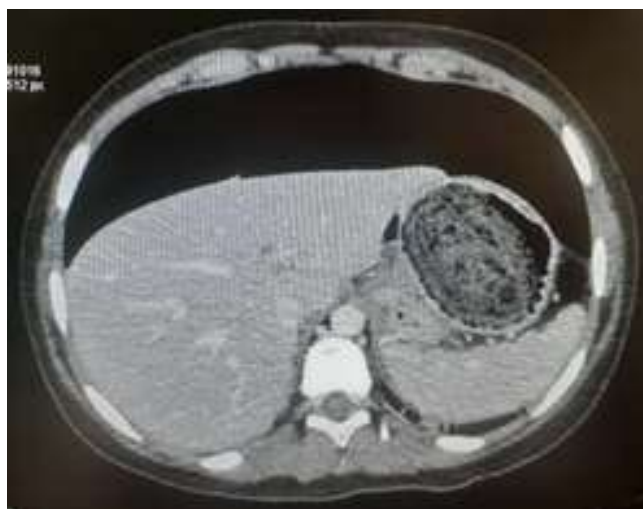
Tomografía computarizada de abdomen con gran pneumoperitoneo y bezoar.
